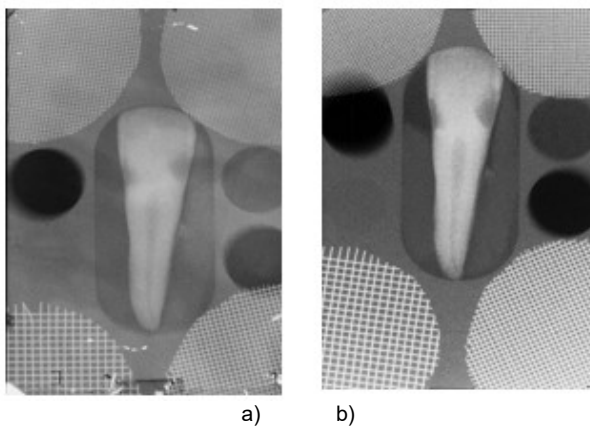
Radiografia a) revelada pelo consultório; b) revelada em condições padrão
